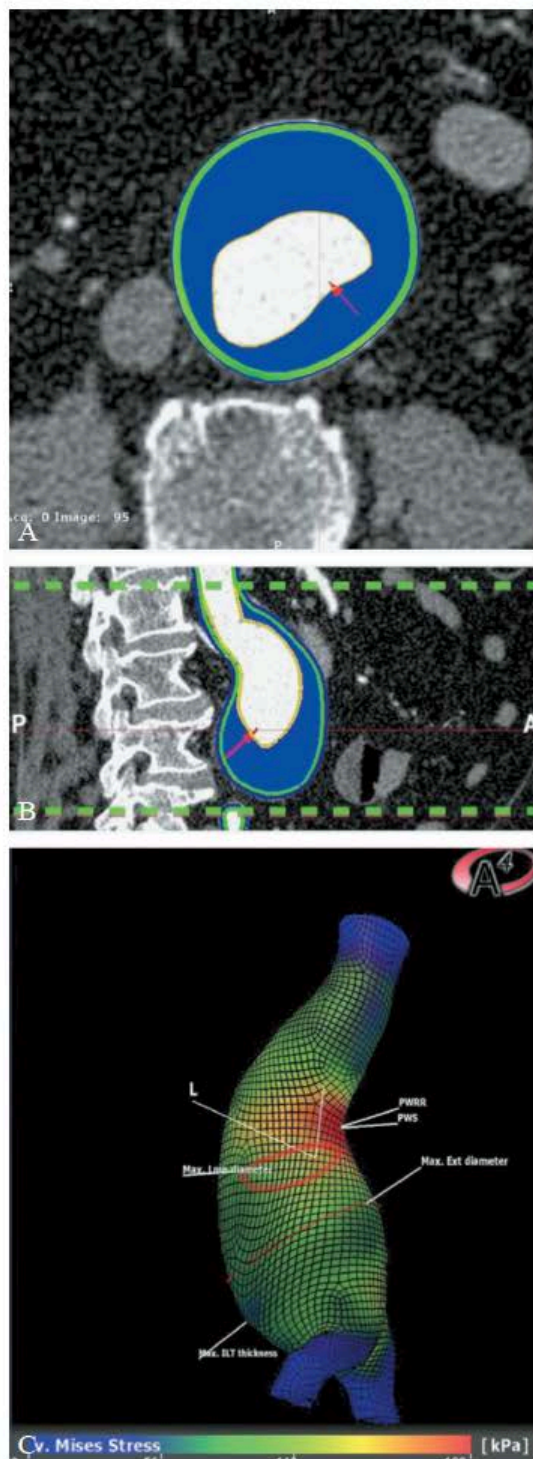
Images from FEA; Transversal CTA slice (A), sagittal slice (B), and color-coded distribution of the wall stress (C).
